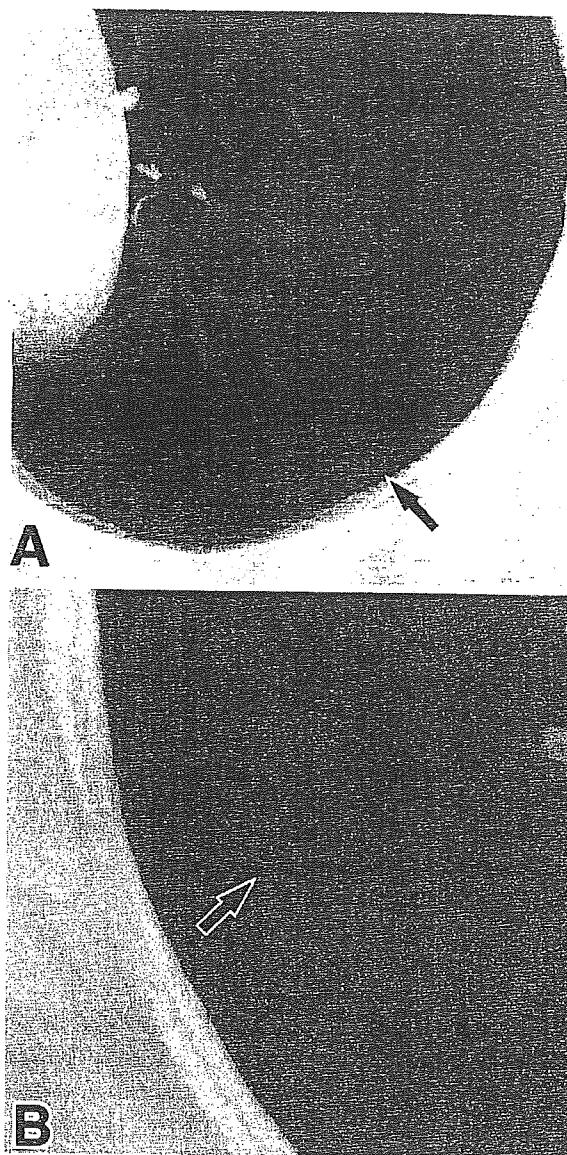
(A) Small pulmonary nodules detected by CAD without the physicians' detection were 8 mm in diameter and -709 Housefield Units (HU) in CT number. (B) CT scan revealed a pulmonary nodule (5 mm, CT number -720 HU) detected by physicians but one that CAD could not identify.
